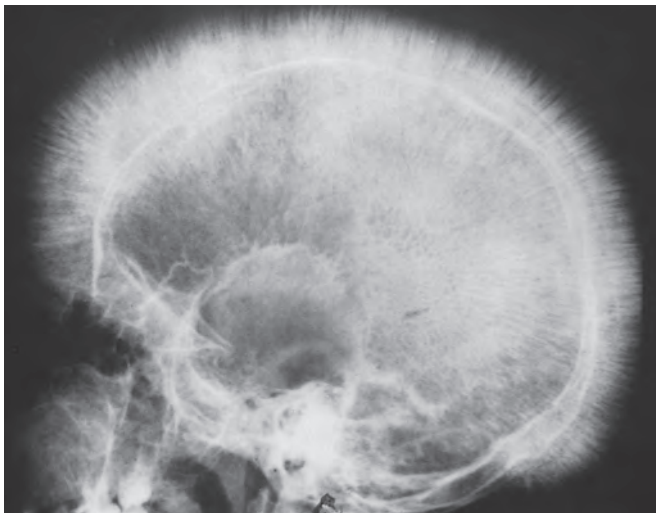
Talasemia: radiografía de cráneo de una talasemia que muestra la formación de hueso nuevo en la tabla exterior, produciendo radiaciones perpendiculares que se parecen a un corte de pelo militar. (Por cortesía del Dr. Jack Reynolds, Department of Radiology, University of Texas Southwestern Medical School, Dallas, TX.)
